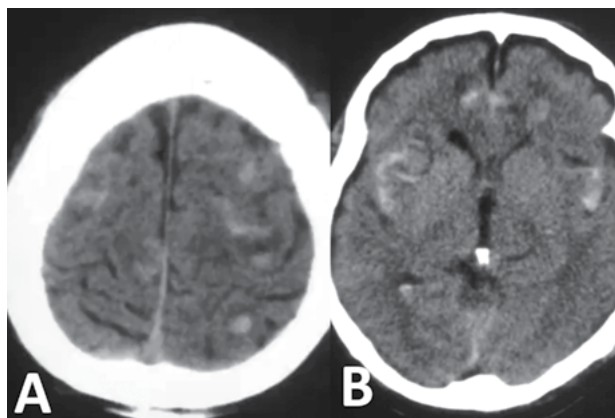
Tomografía axial computarizada de cráneo simple de un paciente con trauma craneoencefálico. A) Las imágenes muestran múltiples lesiones puntiformes hiperdensas en la unión cortico-subcortical consistentes con lesión axonal difusa. B) Adicionalmente, se observa hemorragia subaracnoidea traumática en ambas convexidades cerebrales, al igual que en la cisura inter-hemisférica.
